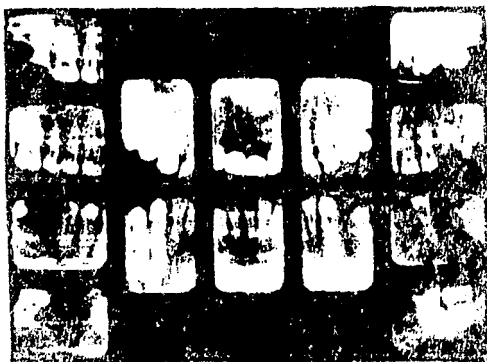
Radiografías periapicales del Padre.
